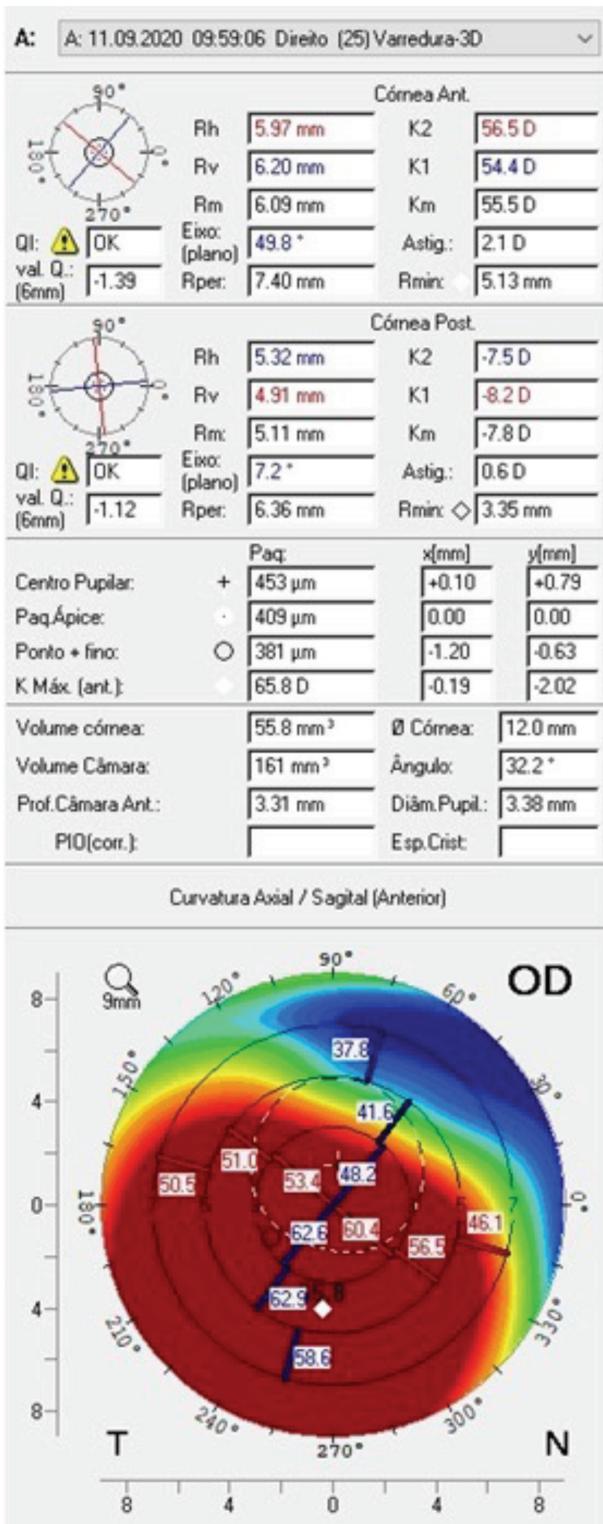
Tomografia de córnea de OD
